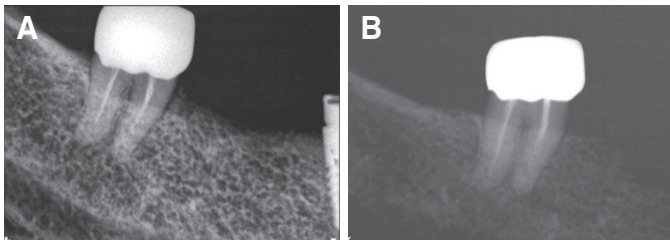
Periapical radiographs of #47. (A) First visit, (B) 3 year follow-up.
